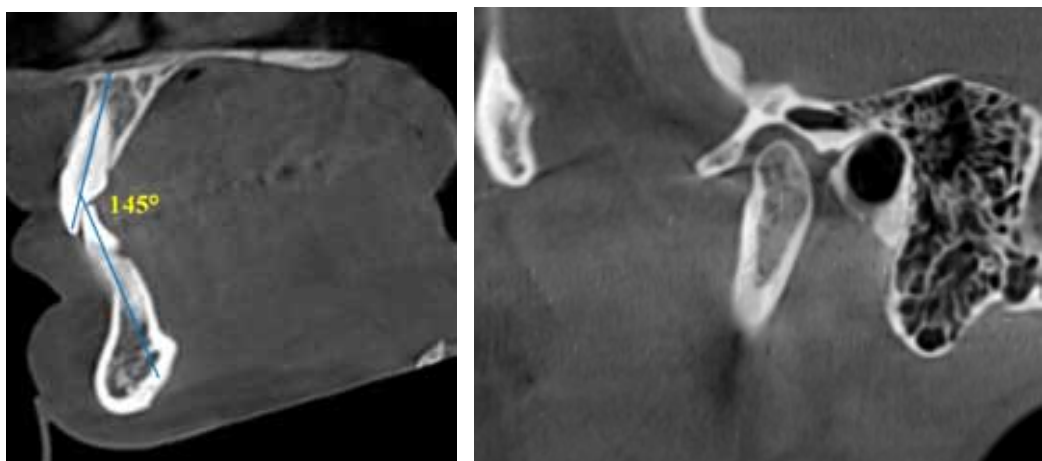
Межрезцовый угол и расположение элементов сустава на рентгенограммах пациентки Ю.С.
